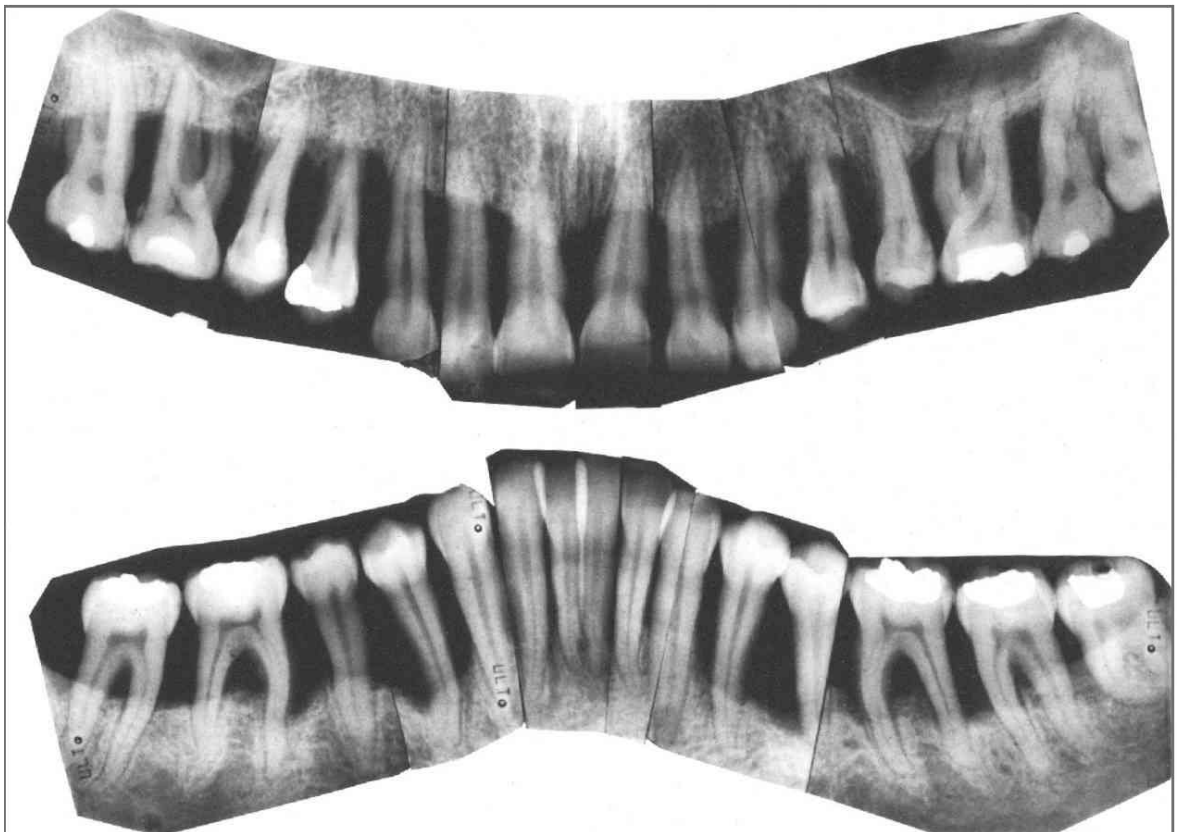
Röntgenstatus einer 26-jährigen Patientin mit rasch fortschreitender Parodontitis
